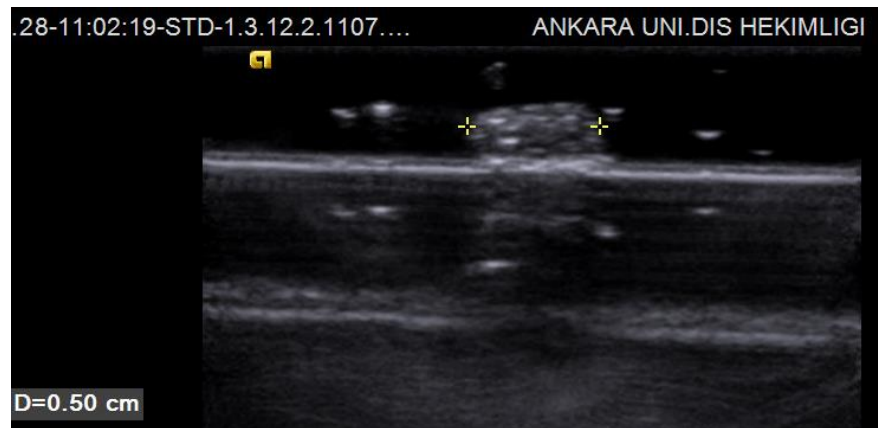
Küçük dokunun gri skala ultrason şekil görüntüsü
